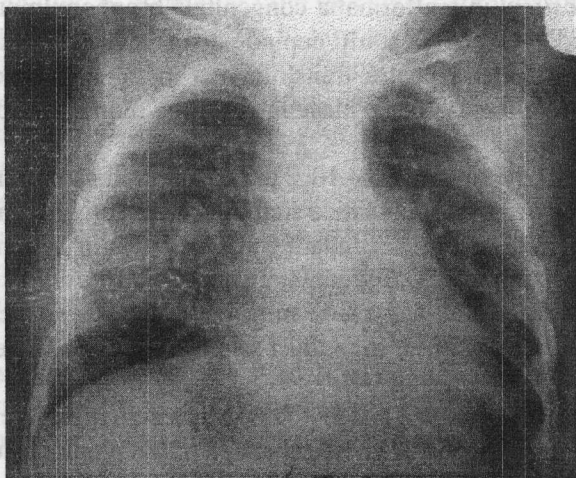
Pacienta D., radiografia postoperatorie a cutiei toracice (explicație în text).
